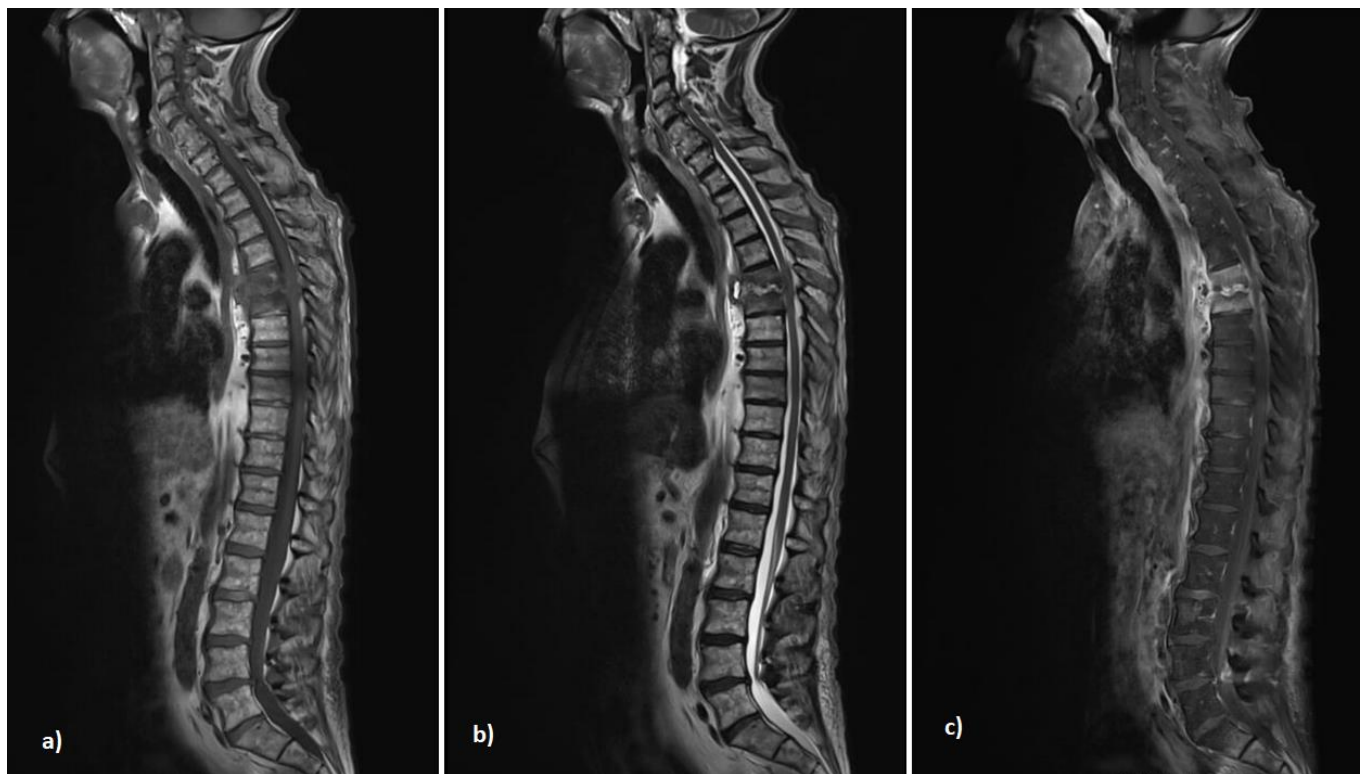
a) MRT der Wirbelsäule in T1-Wichtung, b) MRT der Wirbelsäule in T2-Wichtung, c) MRT der Wirbelsäule in T1-Wichtung nach Kontrastmittelgabe
